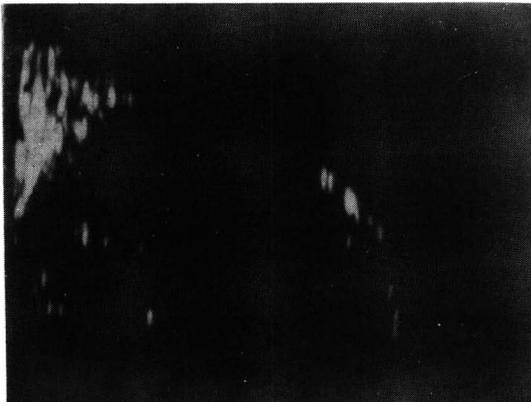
Ecografia da órbita direita. Sonda aplicada horizontalmente no sentido ântero-posterior, com centro sobre a esclerótica e no meridiano das 8 horas, cuja imagem tumoral aparece na profundidade entre 1,5 e 4,5 cm.
